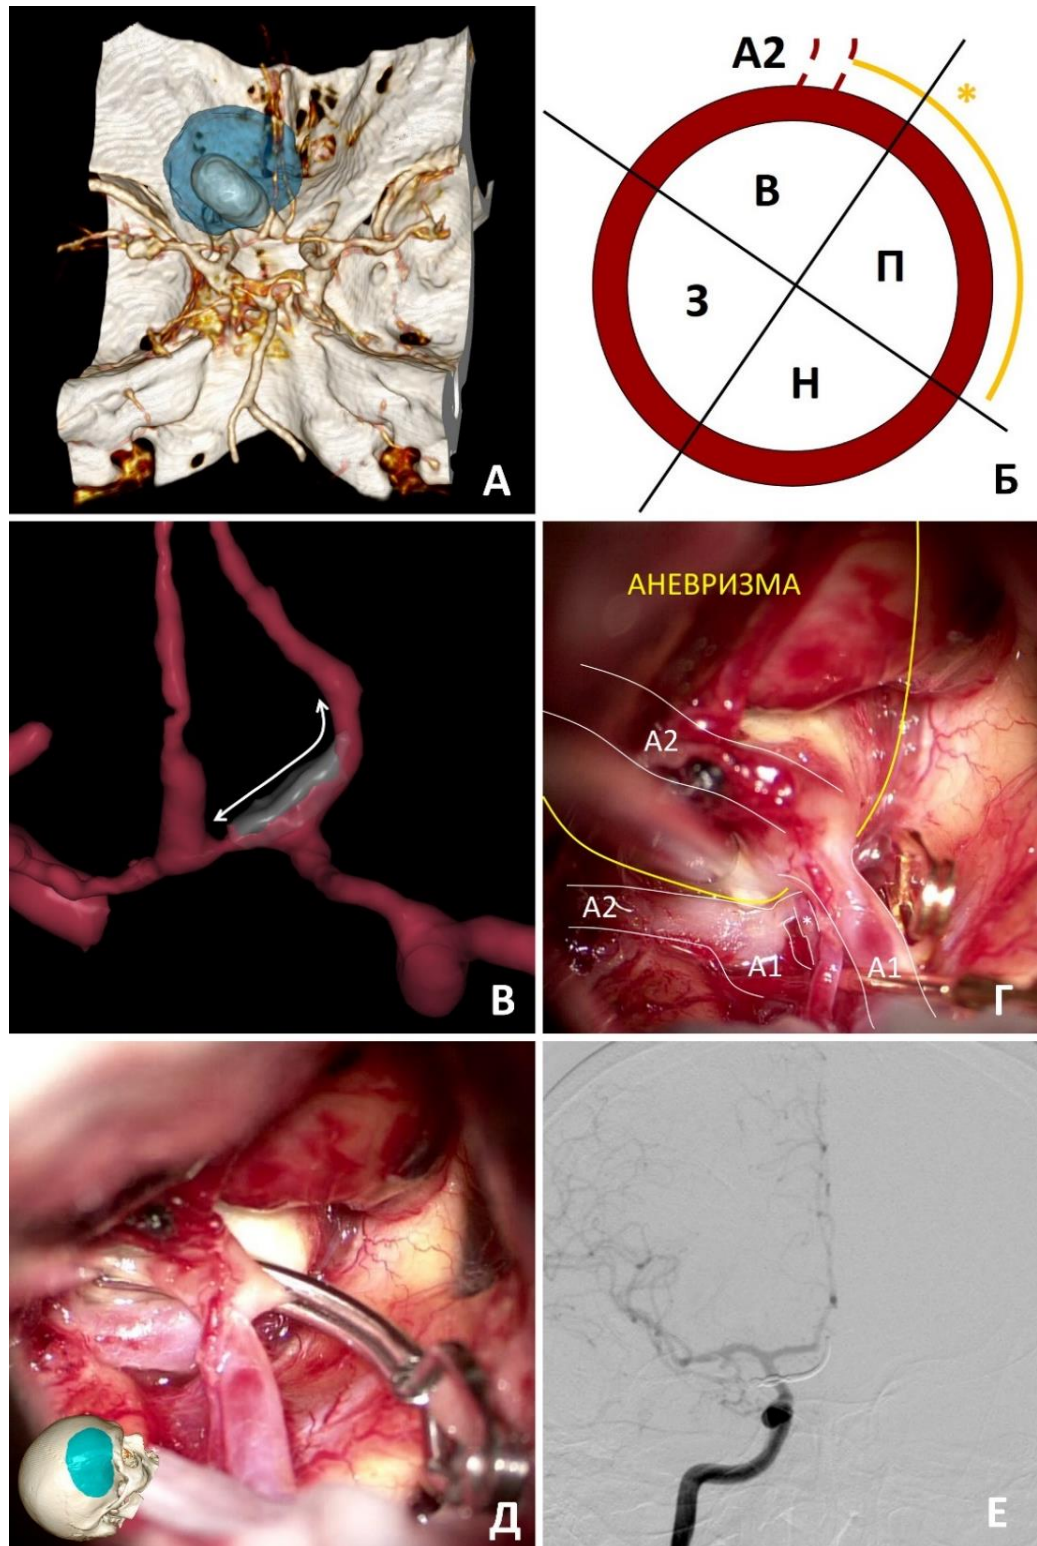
Простое одиночное клипирование гигантской частично тромбированной аневризмы с эксцентричным типом тромбирования. А – КТ-ангиография, сегментирована тромбированная часть аневризмы; Б – отмечена часть стенки ПСА, занимаемая аневризмой (*); В – сегментация артерий, аневризма отсечена, серым цветом указано поперечное сечение на уровне шейки аневризмы, стрелкой указана конфигурация шейки; Г, Д – интраоперационные фото до и после клипирования; Е – контрольная ЦАГ, правый каротидный бассейн
